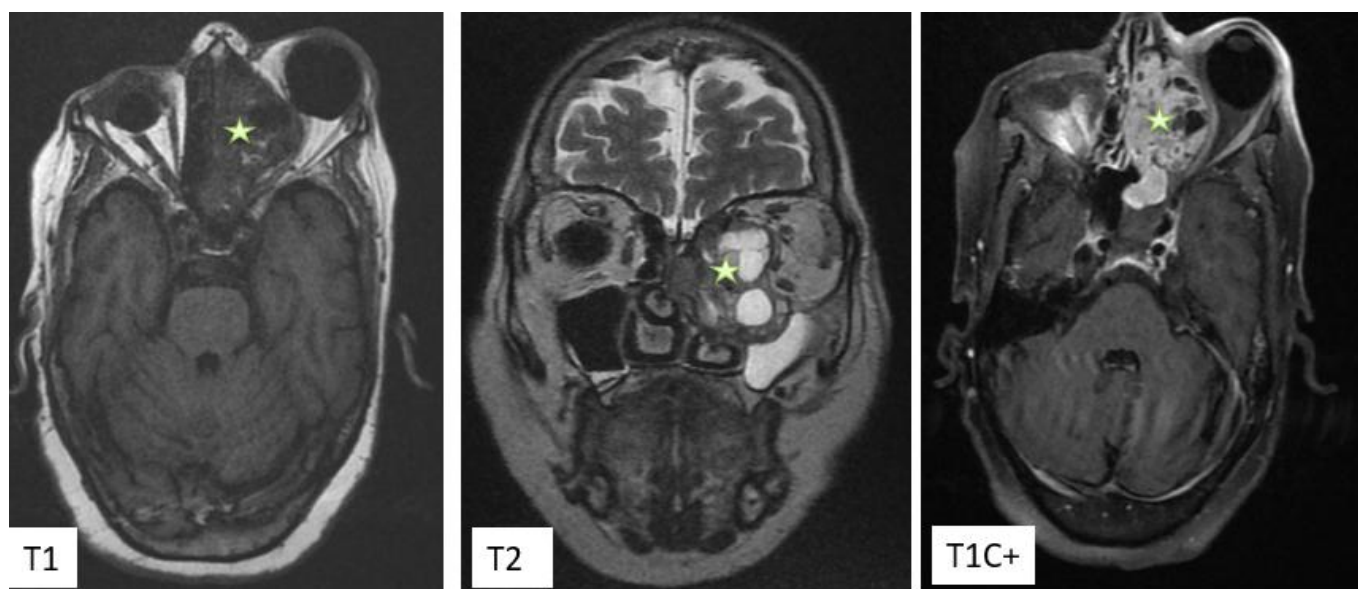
IRM faciale: Axiale T1, T1C+ , Coronale T2, Axiale T1C+ :
